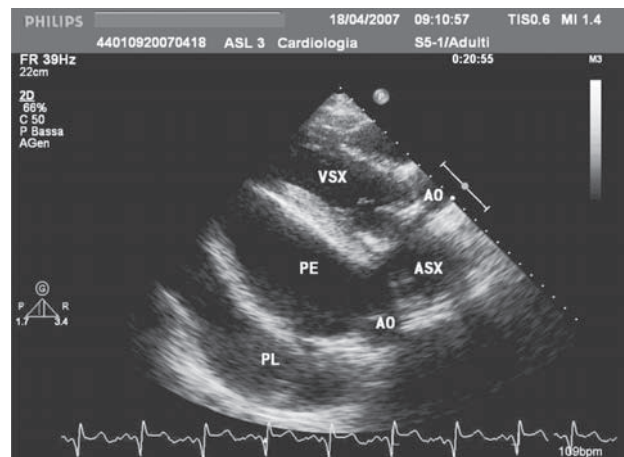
Ecocardiogramma bidimensionale in proiezione parasternale asse lungo con versamento pericardico (PE) di entità grave. È evidente la presenza di un concomitante versamento pleurico (PL) situato posteriormente rispetto all'aorta toracica sezionata trasversalmente (AO). L'ecocardiogramma consente di quantificare in modo semiquantitativo l'entità del versamento. Per versamenti non saccati si misurano gli spazi ecoprivi anteriore e posteriore in telediastole: tale somma è <1 cm nei versamenti lievi, tra 1 e 2 cm nei versamenti moderati e >2 cm nei versamenti gravi. ASX = atrio sinistro; VSX = ventricolo sinistro.
